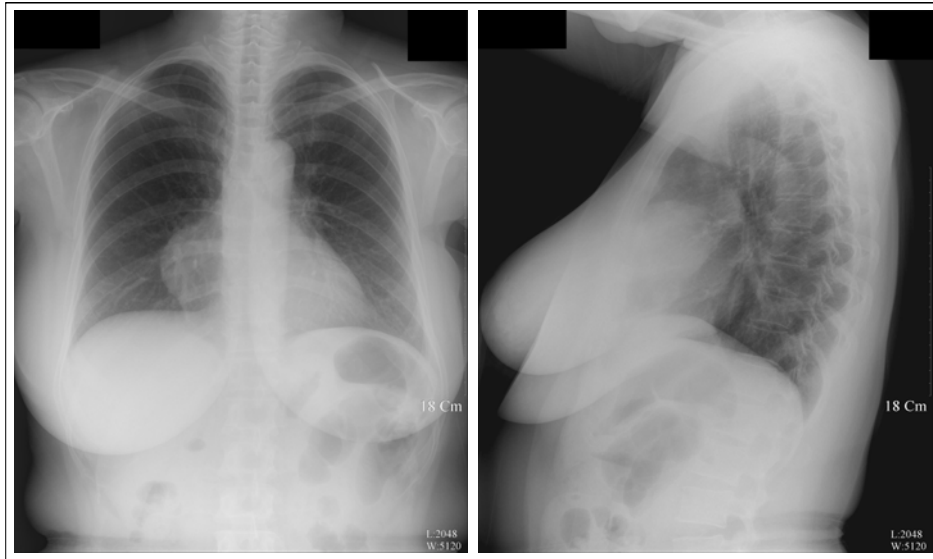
Chest PA and lateral radiograph show a well-margined right paracardial mass.
